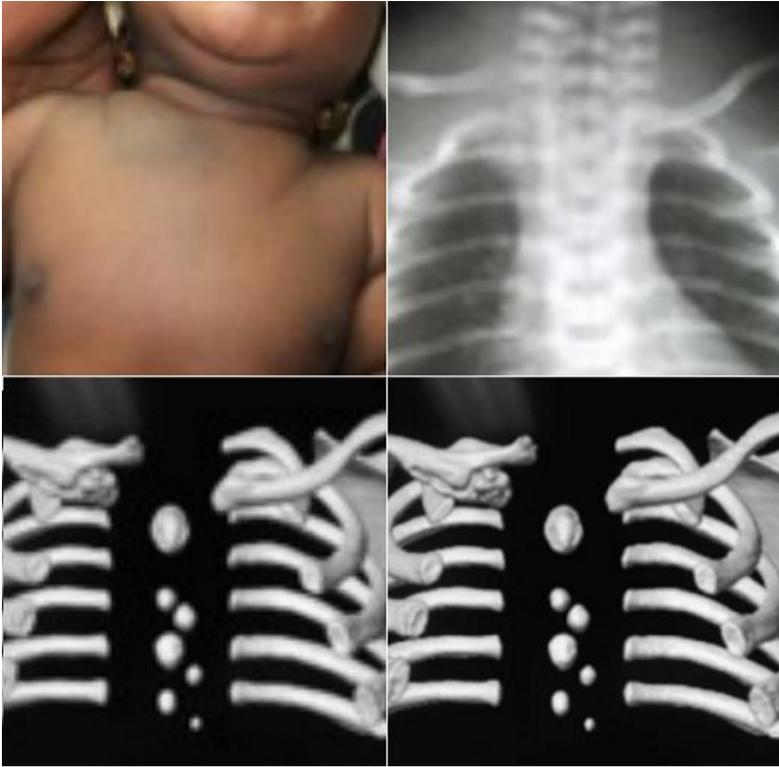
Forme néo-natale post traumatisme obstétrical: aspect clinique avec une saillie antéro-supérieure + Ecchymose base droite du cou; aspect radiographique avec une surélévation de la clavicule droite et scannographique avec un calluspériosté étendu et exubérant mimant celui d'une fracture médio-diaphysaire de la clavicule
